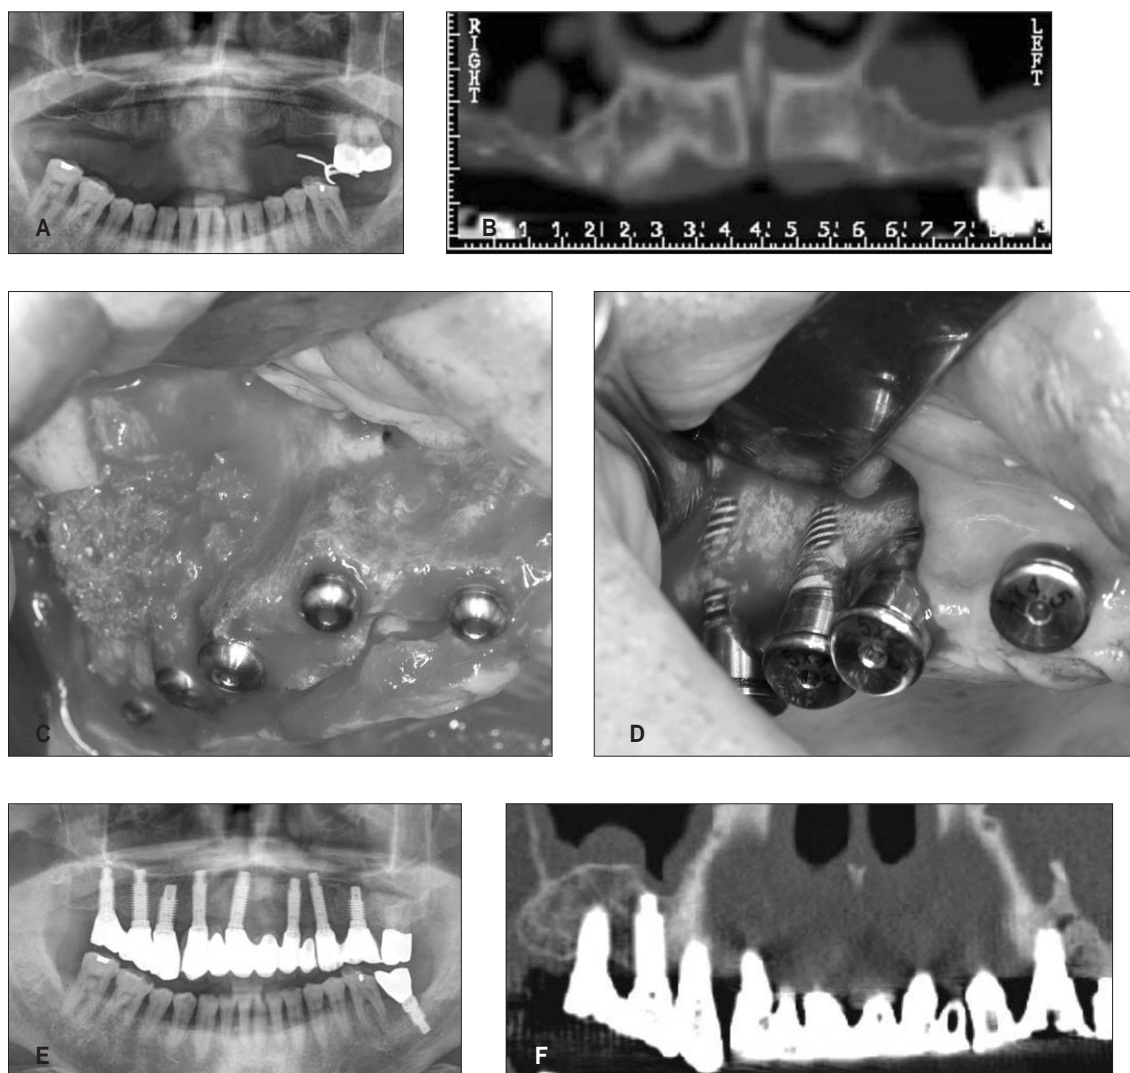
(A & B) Preoperative radiographs showing the poor quantity and quality of maxillary alveolar ridge. (C) Implants were placed simultaneously with pure autogenous iliac block and particulate bones. (D) Photograph at second implant surgery. Although the threads of implants were partially exposed, the grafted bone was successfully consolidated with the inserted implants. (E & F) The follow-up radiographs showing the increase of posterior alveolar bone height.
